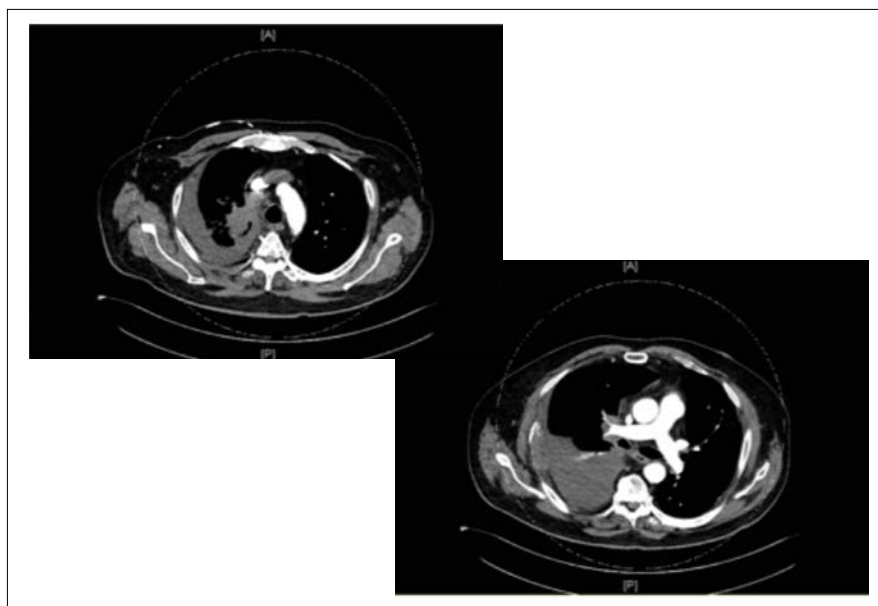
TC torace - settembre 2018 (baseline).
